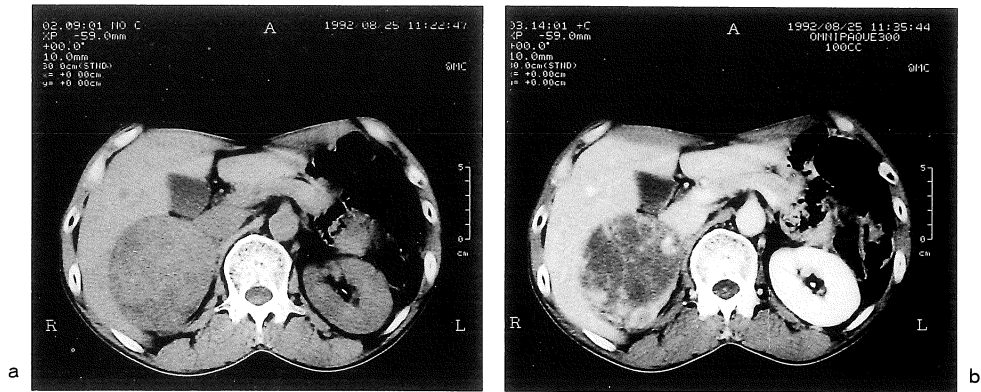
a : Plain CT shows a round inhomogeneous tumor without calcification. b : Contrast enhanced CT demonstrates peripheral enhancement of the tumor.
